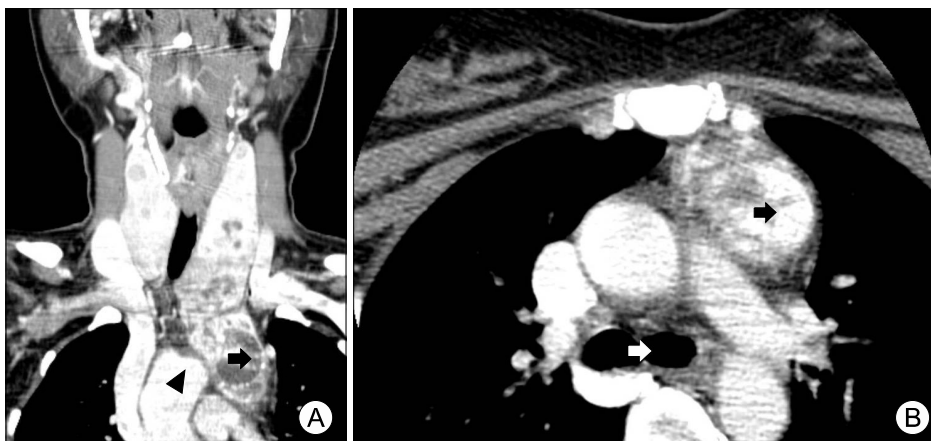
CT scans with contrast enhancement shows heterogeneous enhanced substernal goiter extending into anterior mediastinum. This substernal mass (black arrow) is located under the tracheal carina (white arrow) and aortic arch (black arrow head) (A, coronal view, B, axial view).
